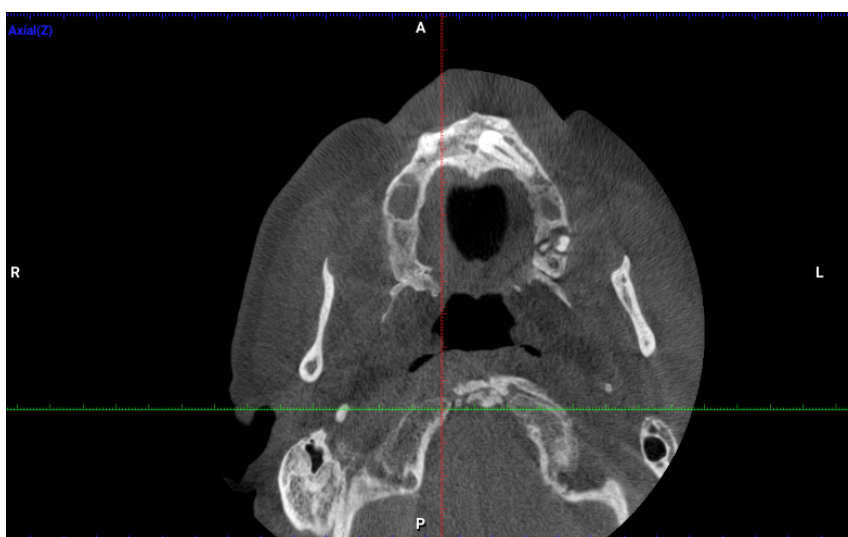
CBCT: corte axial
